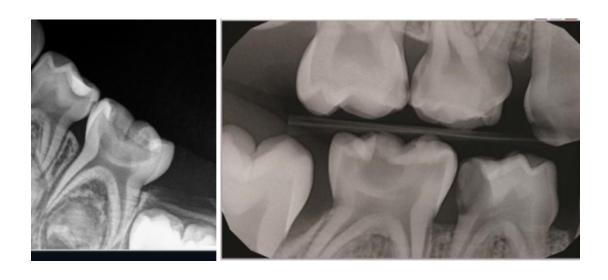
Рис.3 Наиболее используемые типы внутриротовой рентгенографии.
